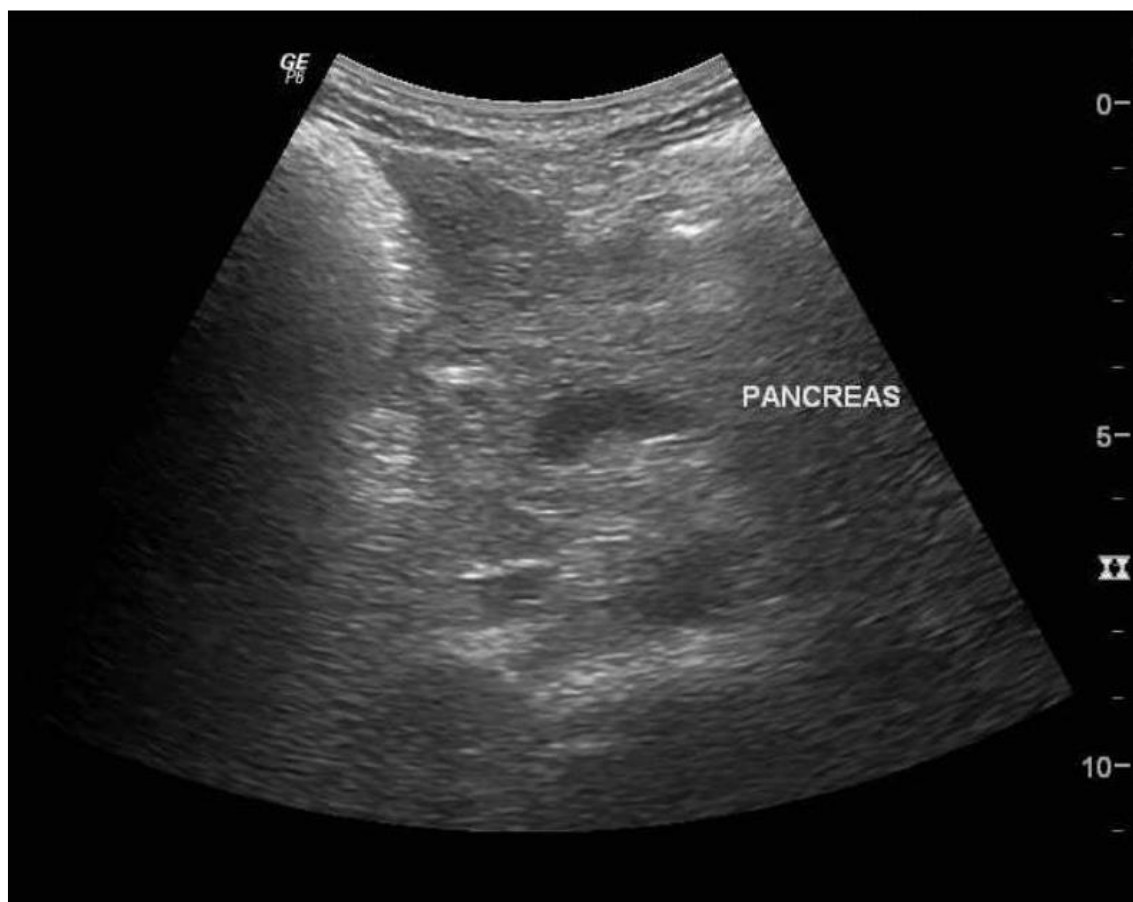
Ultrassonografia de abdome evidenciando pâncreas.
